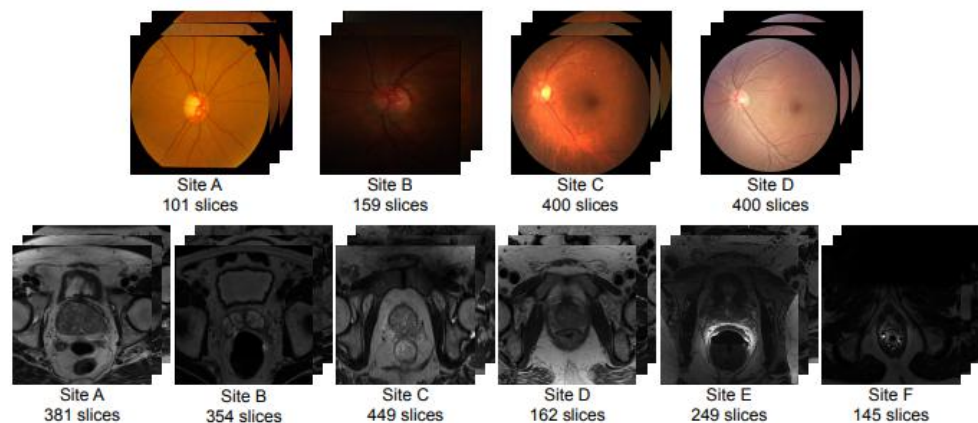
Example cases and slice number of each data source in fundus image segmentation and prostate MRI segmentation tasks.
